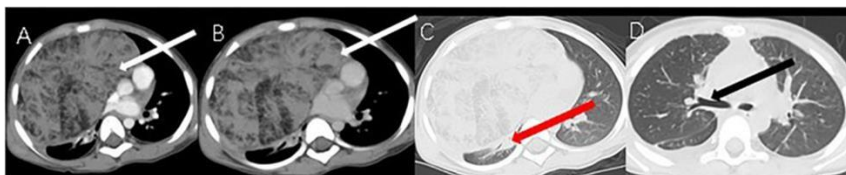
Imagine CT-hiperplazia timică adevărată[51]
